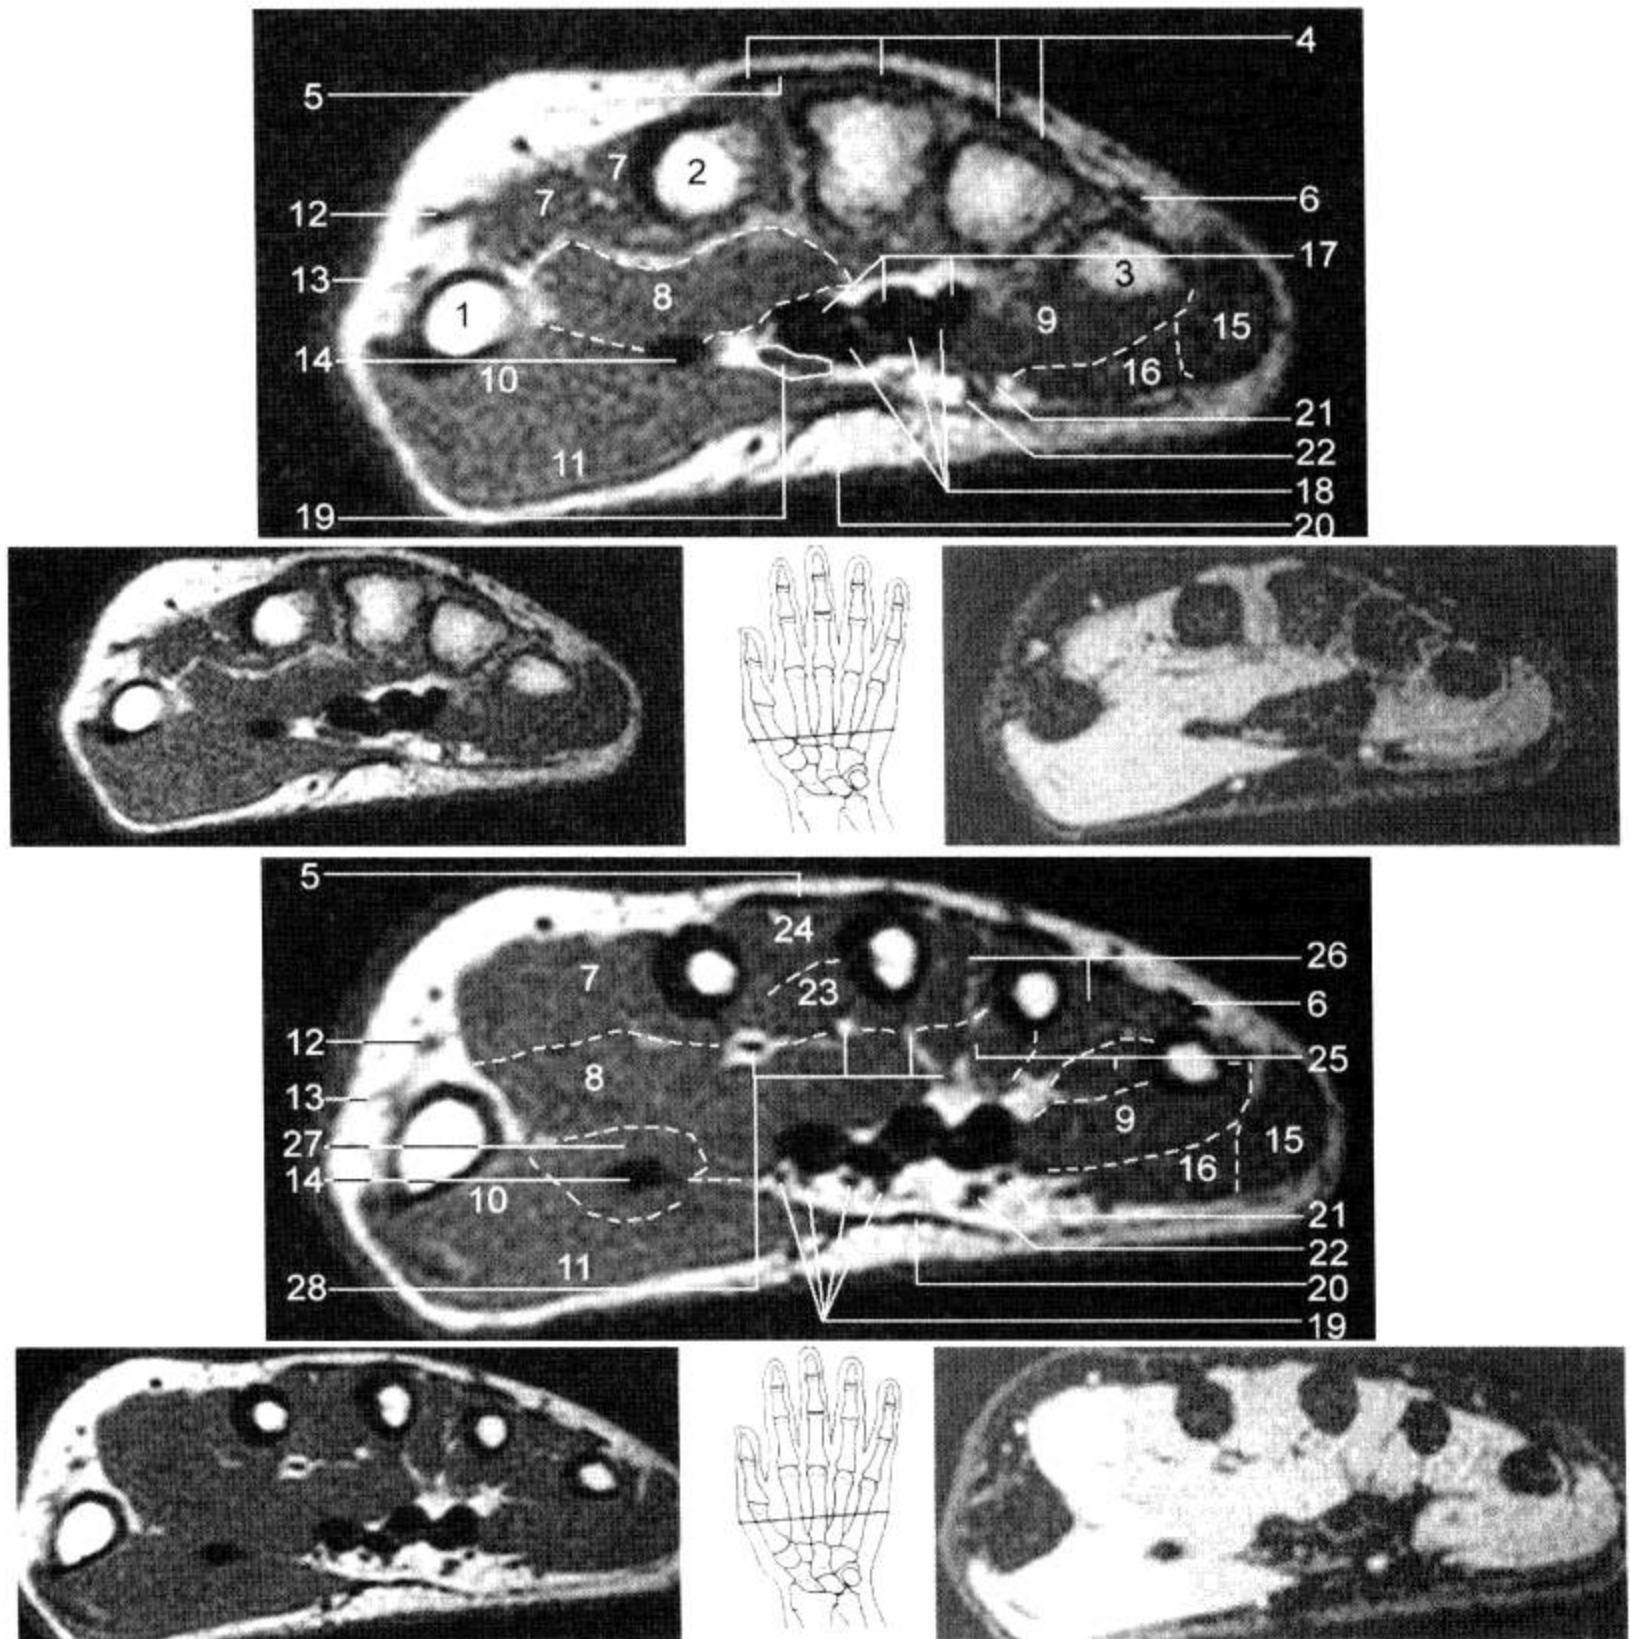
MRI 横断面 ( T<sub>1</sub>WI, FS-T<sub>2</sub>WI )
